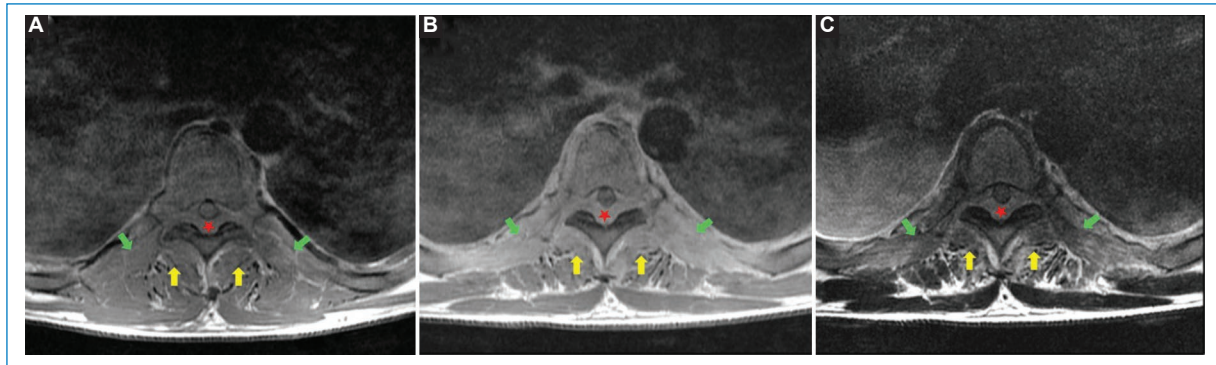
Cortes axiales de RM de columna torácica ponderada en T1 sin contraste (A), T1 con contraste endovenoso (B) y T2 (C), evidenciándose formaciones isointensas que comprometen el espacio epidural posterior (estrella roja) y los planos musculares paraespinales (flechas amarillas), con realce intenso poscontraste. Las mismas desplazan a la médula espinal hacia anterior, y se extienden a las partes blandas regionales (flechas verdes) a través de ambos neuroforámenes.
